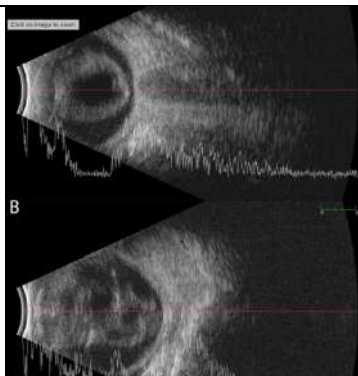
(A) Image échographique B-scan sagittalement près de la ligne médiane verticale de l'œil droit (OD) démontrant un décollement total de la rétine. (B) La vue périphérique n'a montré aucune attache de la rétine périphérique à la base du corps vitré (54).
